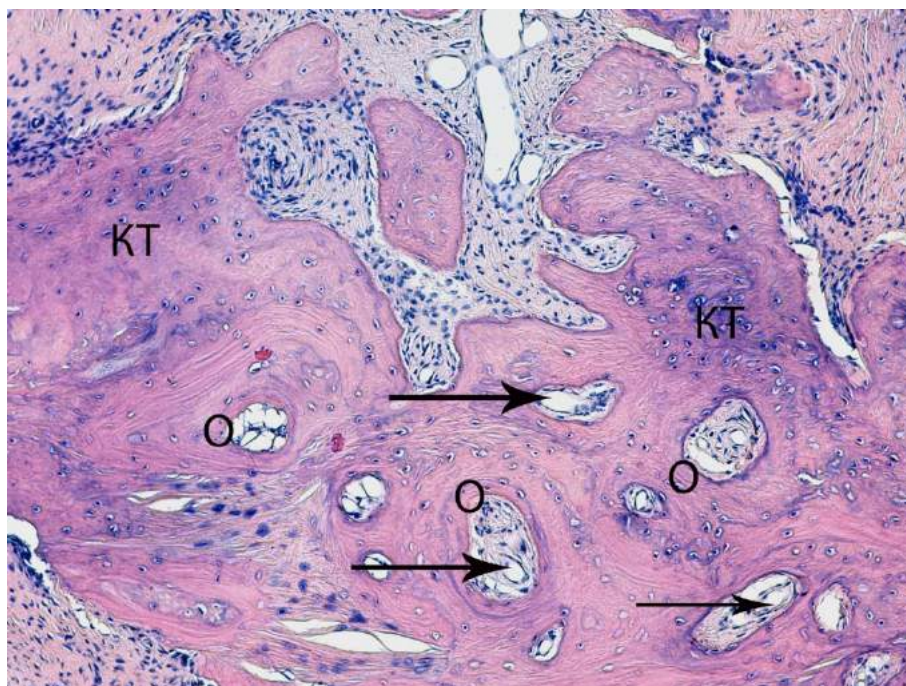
Обширный участок ретикулофиброзной костной ткани (КТ) с растающими сосудами (↑) и формированием остеонов вокруг них через 10 лет после операции. Биопсия пациента М. Окраска гематоксилином и эозином. Увел.Х100.
